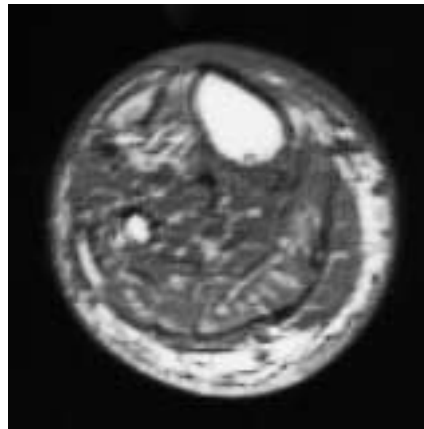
MRT-Befund rechter Unterschenkel vor OP (Patient 1): ausgeprägte Faszien-sklerose mit mäßiger Muskelatrophie.
